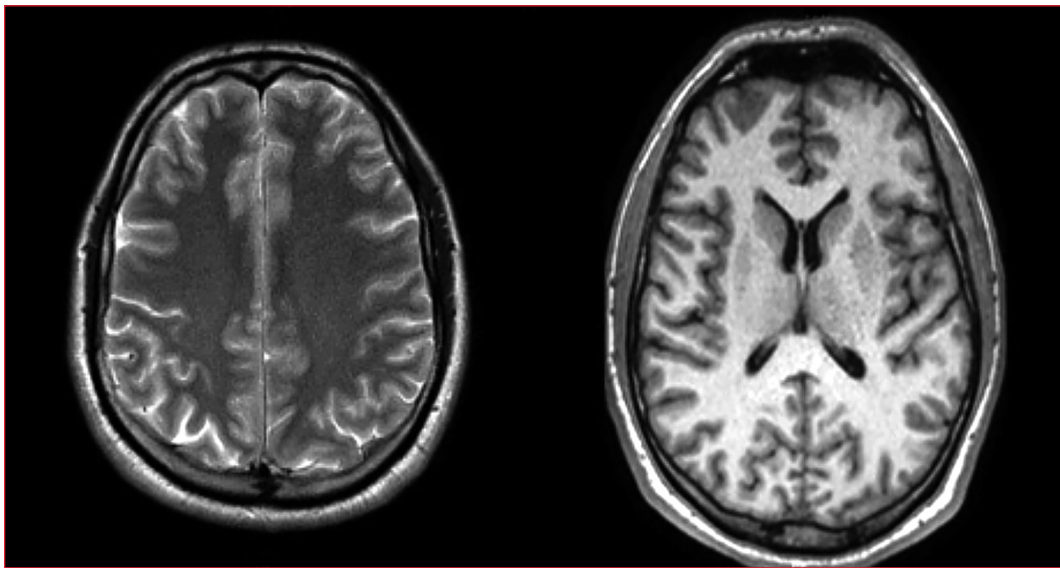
Caso 2. Resonancia magnética de cerebro. Sin anomalías.
